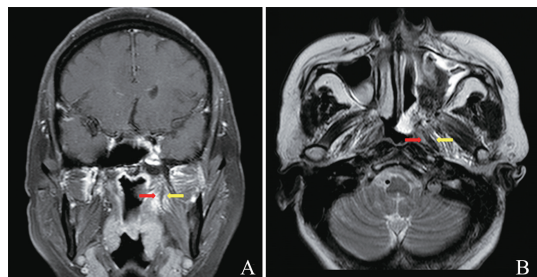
典型病例术后 1 周复查 MRI 见肿瘤完整切除(红色箭头;腭帆张肌,黄色箭头:翼内肌)
